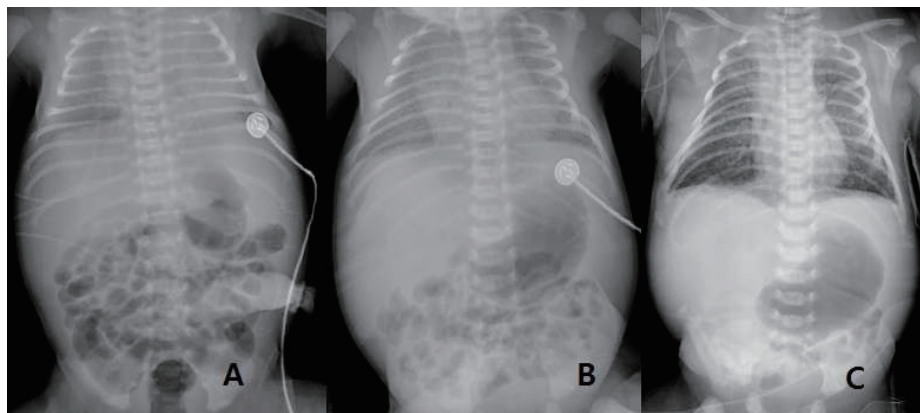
Chest radiography taken on postnatal day 1, 2, and 4. There were no definite abnormal findings except decreased bowel gas pattern (C).
